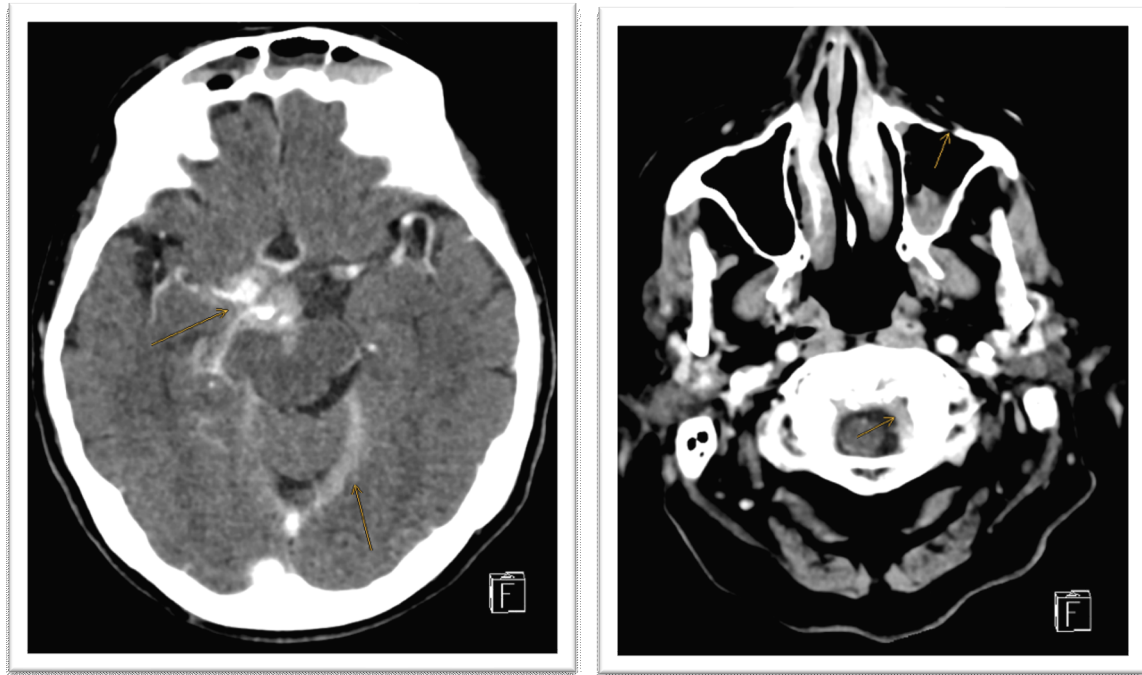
craniale Computertomographie einer traumatischen Subarachnoidalblutung mit traumatischem Blutungsmuster ⁽¹³⁾
